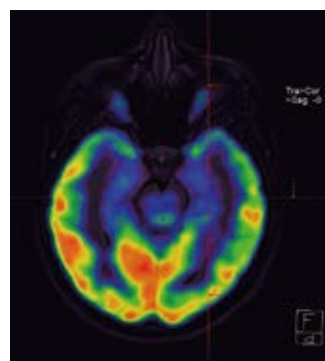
Tomografía por emisión de Positrones (PET) de cerebro evidencia áreas hipometabólicas difusas (color azul), en un paciente con evolución crónica.
